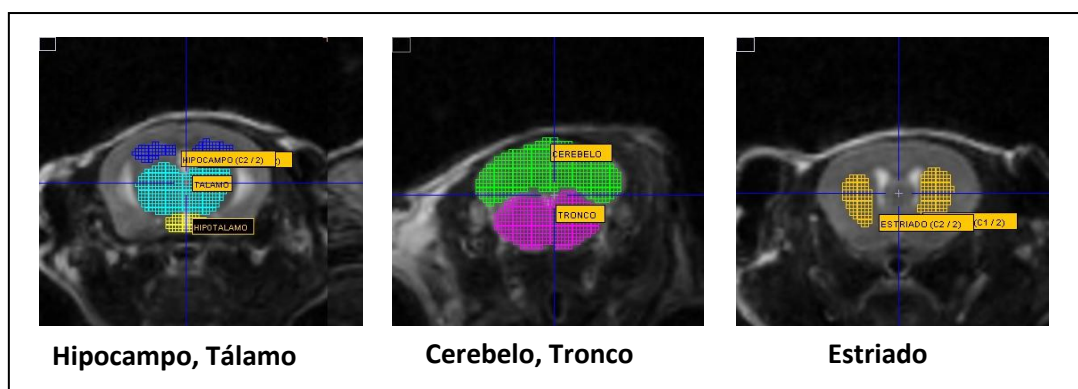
Imágenes representativas de la selección de los Volúmenes de Interés (VOIs) de PET. Seleccionados sobre imágenes de Resonancia, para analizar los datos obtenidos por PET.
